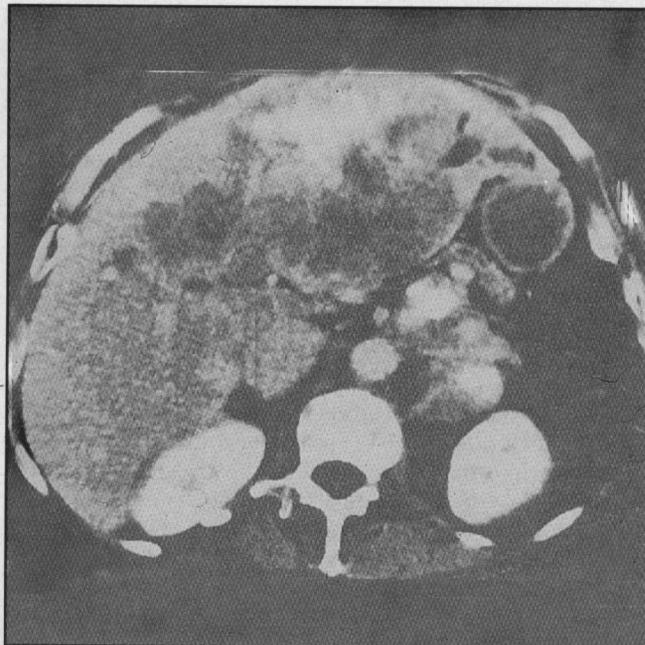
Tomografía hepática (TAC).
